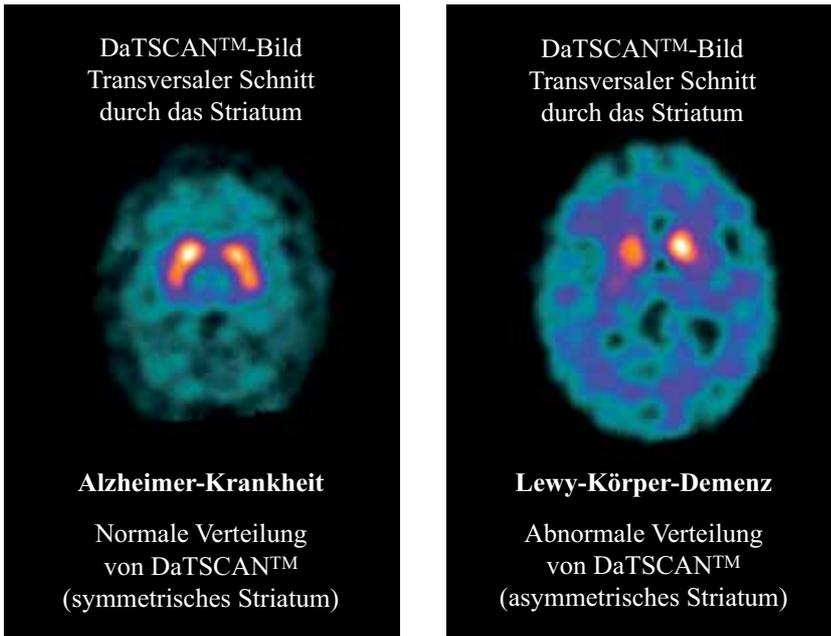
Die funktionelle Bildgebung mittels SPECT und 123I-FP-CIT zeigt bei einem DLB Patienten eine deutlich verminderte striatale Dopamintransporterbindung (rechts) verglichen mit einem AD Patienten
